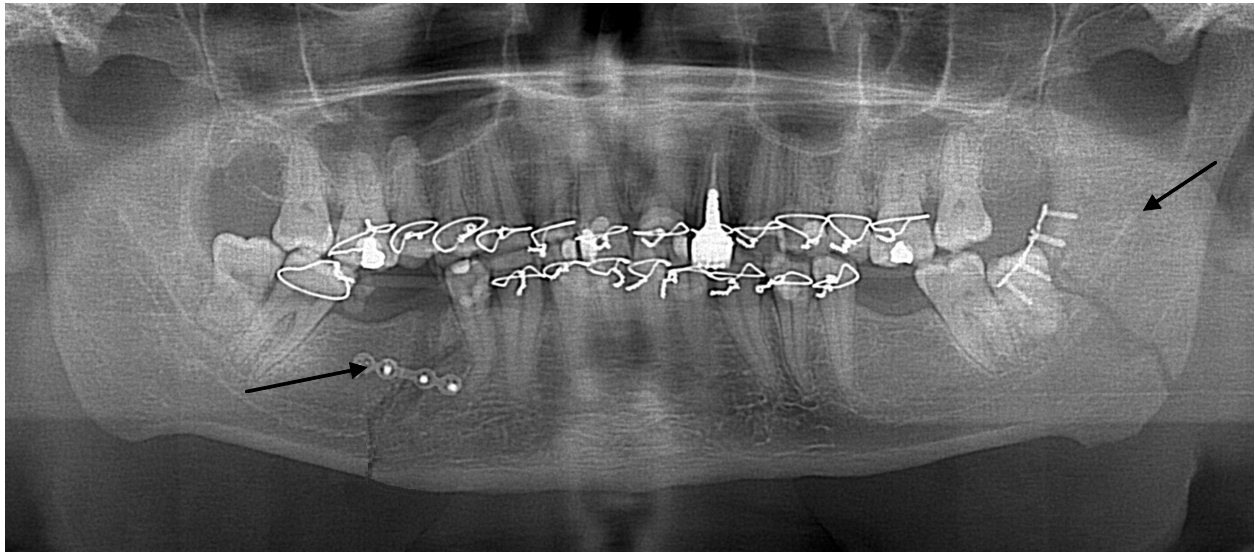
Ортопантомограма хворого Т. після проведеного оперативного лікування. Після відкритої репозиції внутрішньо-ротовим доступом, уламки фіксовані міні-пластинами (стрілки)
